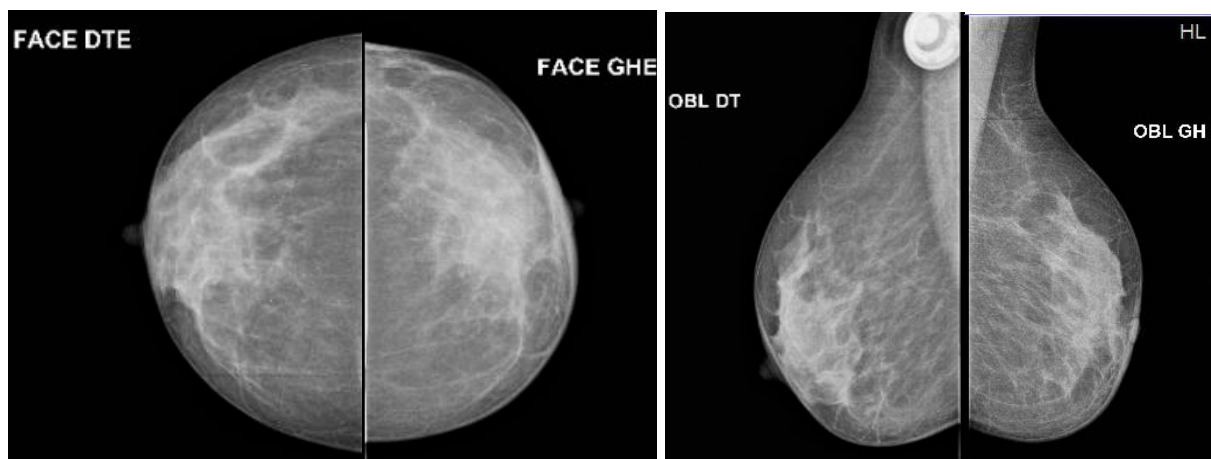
52 ans, CCI gauche avec asymétrie de densité des deux seins et échographie normale.
